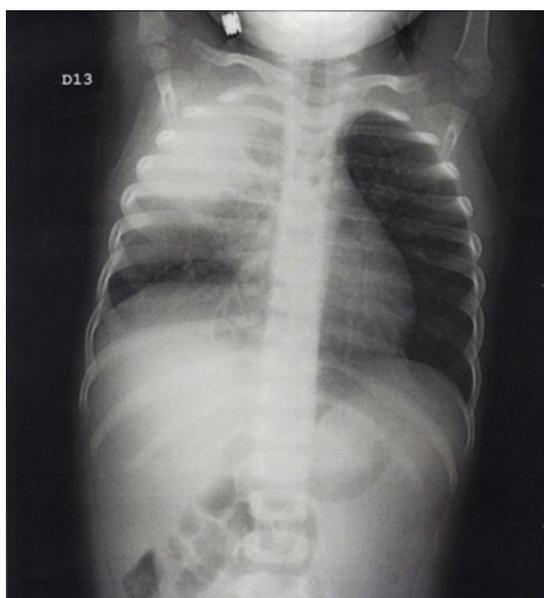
Radiografia realizada em 11/09/19, evidenciando melhora clínica, um dia antes da alta hospitalar.
